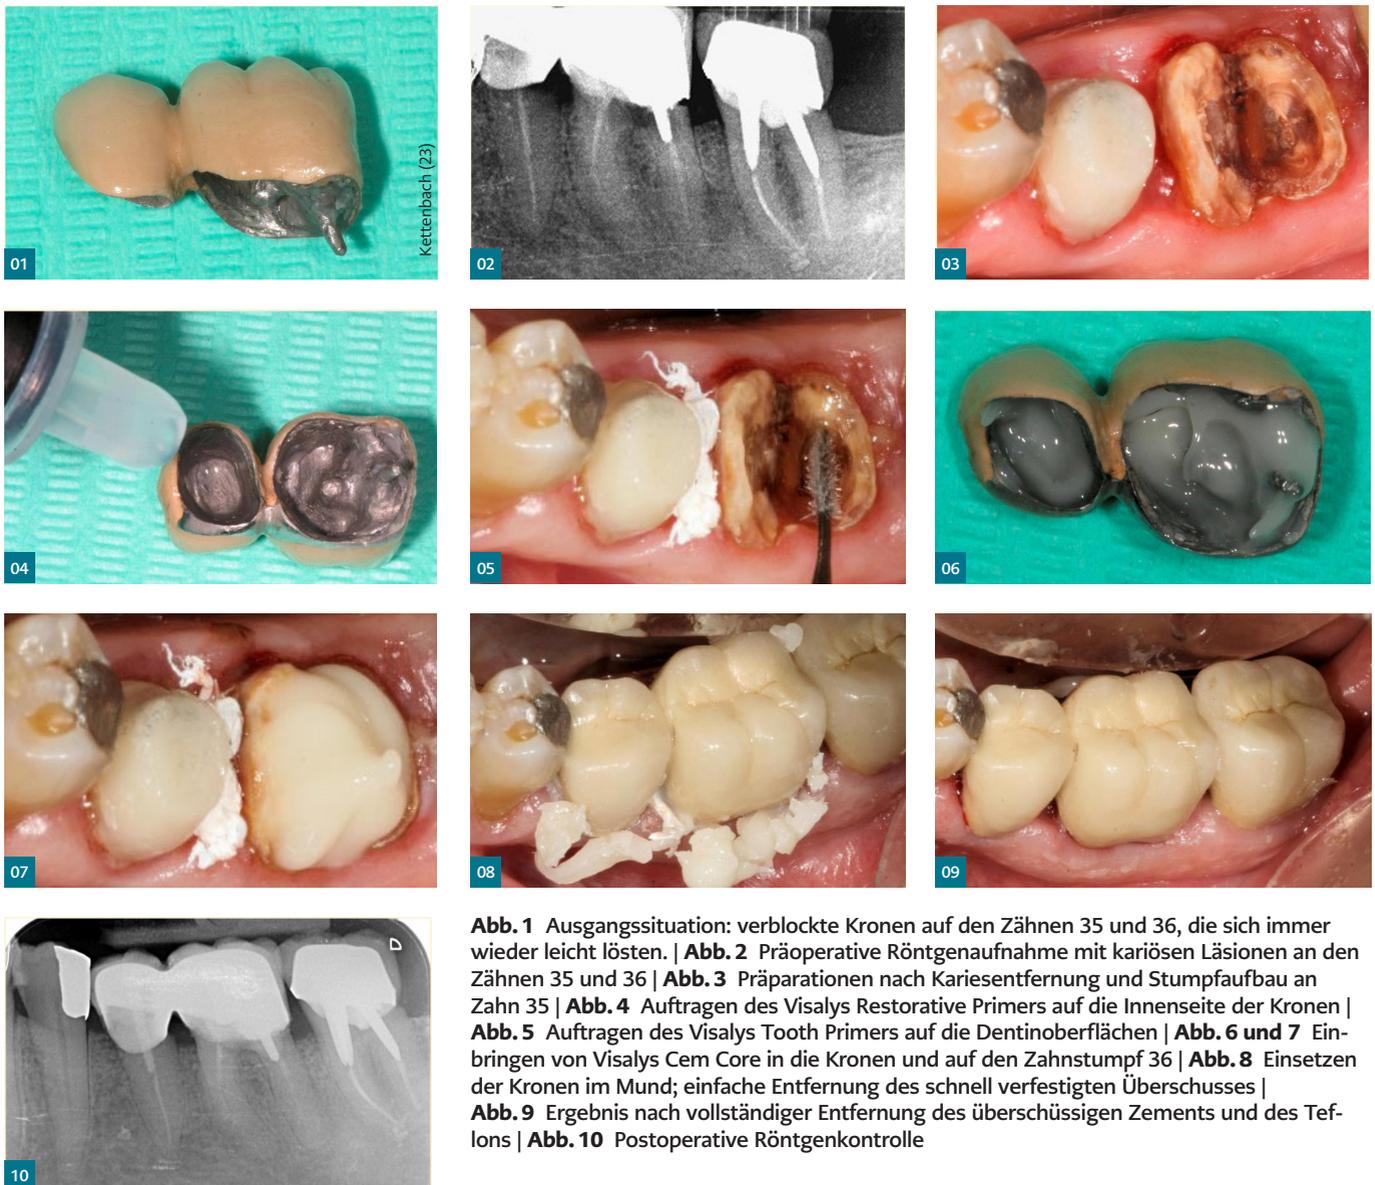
Ausgangssituation: verblockte Kronen auf den Zähnen 35 und 36, die sich immer wieder leicht lösten. | Abb. 2 Präoperative Röntgenaufnahme mit kariösen Läsionen an den Zähnen 35 und 36 | Abb. 3 Präparationen nach Kariesentfernung und Stumpfaufbau an Zahn 35 | Abb. 4 Auftragen des Visalys Restorative Primers auf die Innenseite der Kronen | Abb. 5 Auftragen des Visalys Tooth Primers auf die Dentinoberflächen | Abb. 6 und 7 Einbringen von Visalys Cem Core in die Kronen und auf den Zahnstumpf 36 | Abb. 8 Einsetzen der Kronen im Mund; einfache Entfernung des schnell verfestigten Überschusses | Abb. 9 Ergebnis nach vollständiger Entfernung des überschüssigen Zements und des Teflons | Abb. 10 Postoperative Röntgenkontrolle
